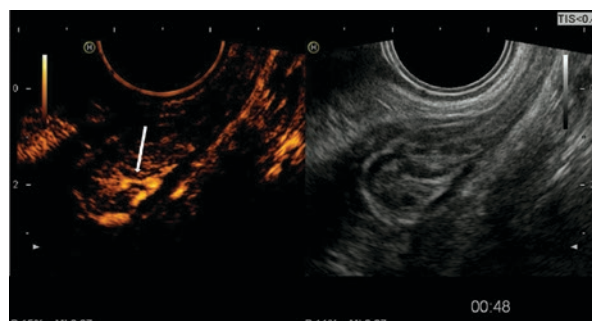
Echogram of rectal adenocarcinoma with contrast-enhanced ultrasound in IMAX mode. Heterogeneous contrast was observed with the hypoenhanced central zone (arrow) and the hyperenhanced peripheral areas of the tumor
